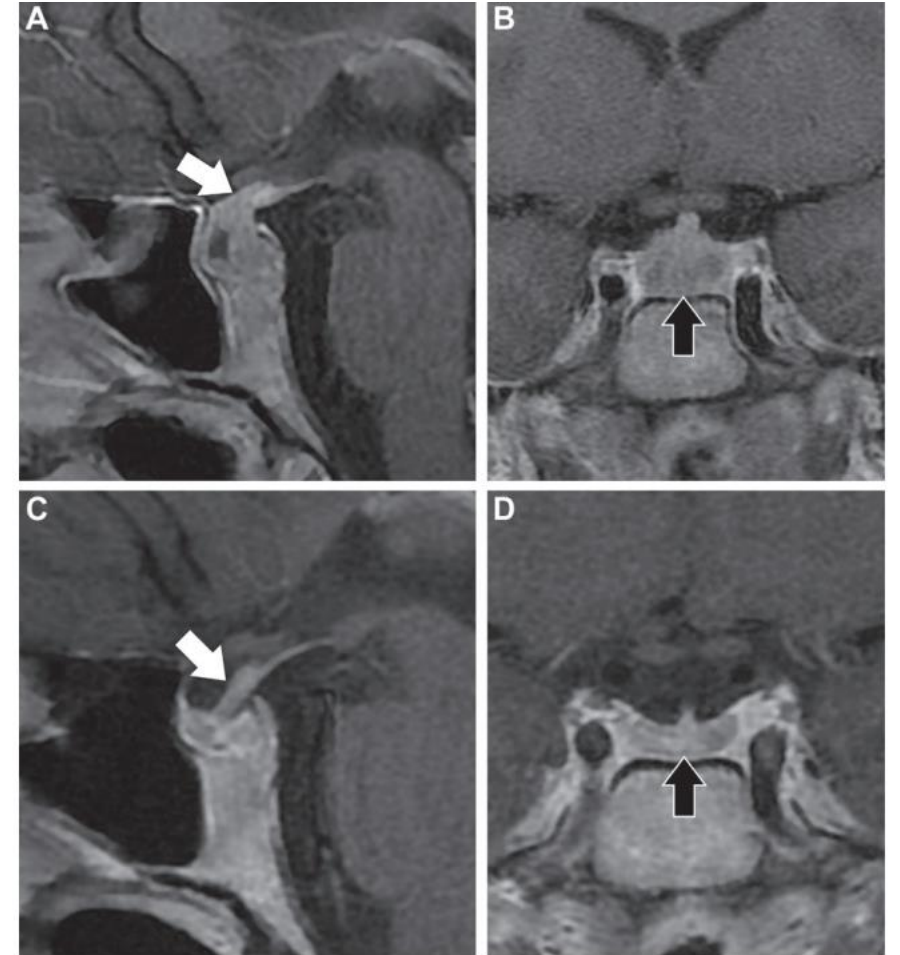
Sagittal (A, C) and coronal (B, D) contrast-enhanced T1-weighted MR images in an 18-year-old man with newly diagnosed GPA and panhypopituitarism at presentation. (A, B) Pretreatment images show pituitary stalk thickening and enhancement (arrow in A) and pituitary enlargement (arrow in B). (C, D) Posttreatment images at 1-year follow-up show significant improvement (arrow).
